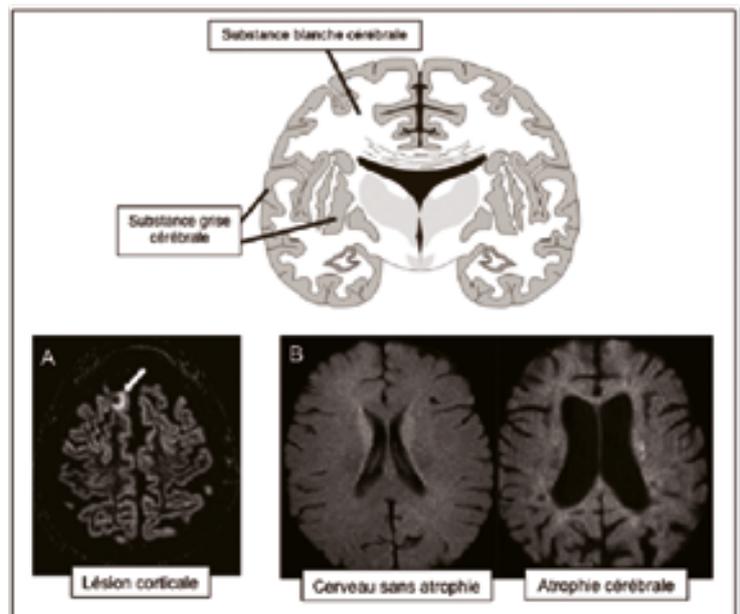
IRM cérébrale révélant une lésion corticale (A) et une atrophie cérébrale diffuse (B) - ©J Antel et al. Acta Neuropathol 2012 et R A Bermel, R Bakshi. Lancet neurol 2006
